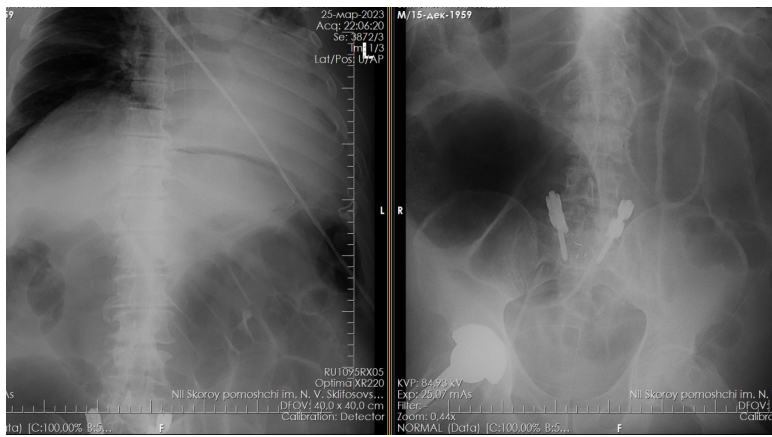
Рентгенография органов брюшной полости.
